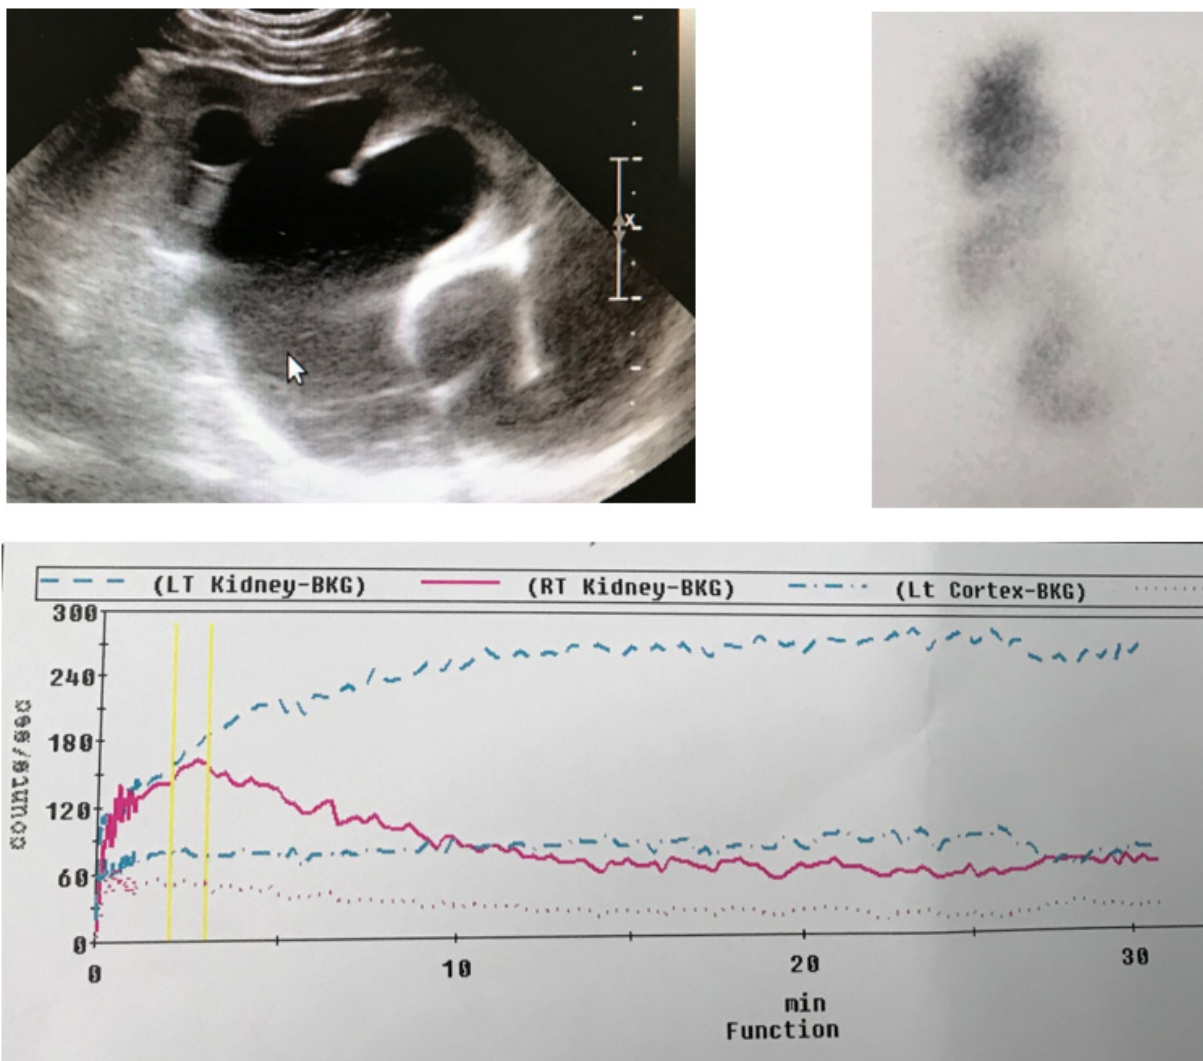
Megauréter por obstrucción en la unión vesicoureteral izquierda. a) Ecografía. b) imagen renograma con MAG 3. c) Curva obstructiva en renograma
